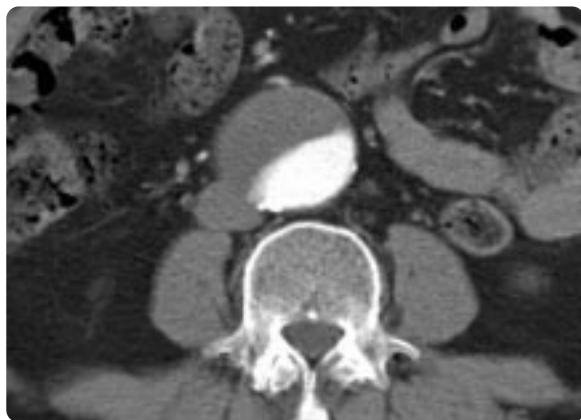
Intrarenal abdominal aortic aneurysm was detected on CT scan. The maximum diameter was measured about 7cm.
